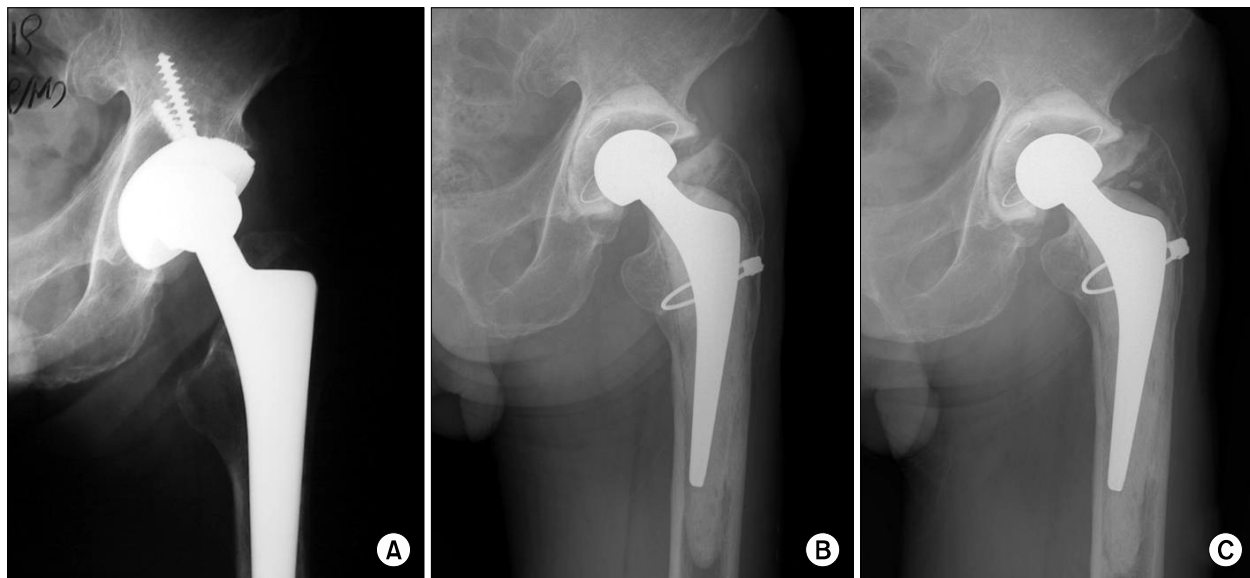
(A) Preoperative radiograph of a 76-year-old male patient who was diagnosed with an infective total hip arthroplasty. (B) Radiograph at 2 years after PROSTALAC spacer insertion. (C) Although infective condition was controlled, the spacer was still retained in the hip joint 5 years after surgery.
